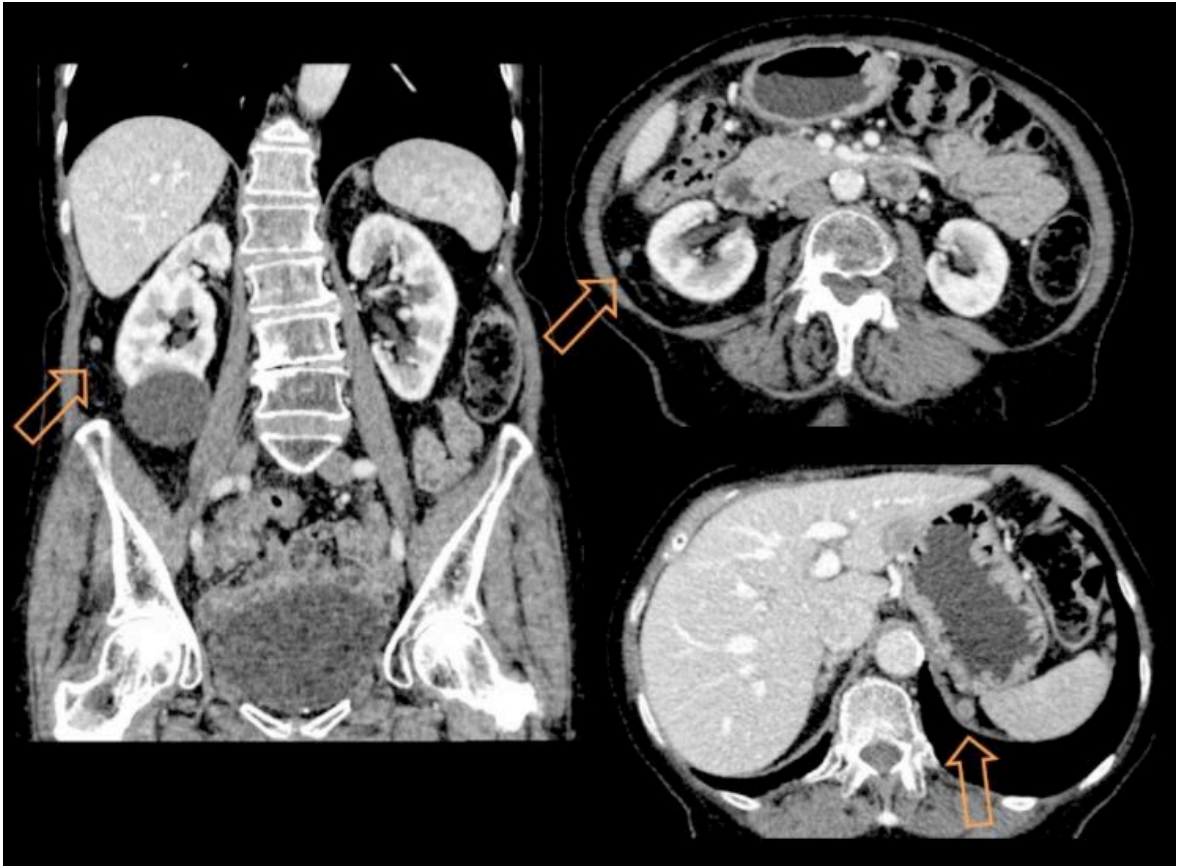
Imagen radiológica mediante TC de implantes tumorales, confirmados posteriormente durante la laparotomía exploradora.
